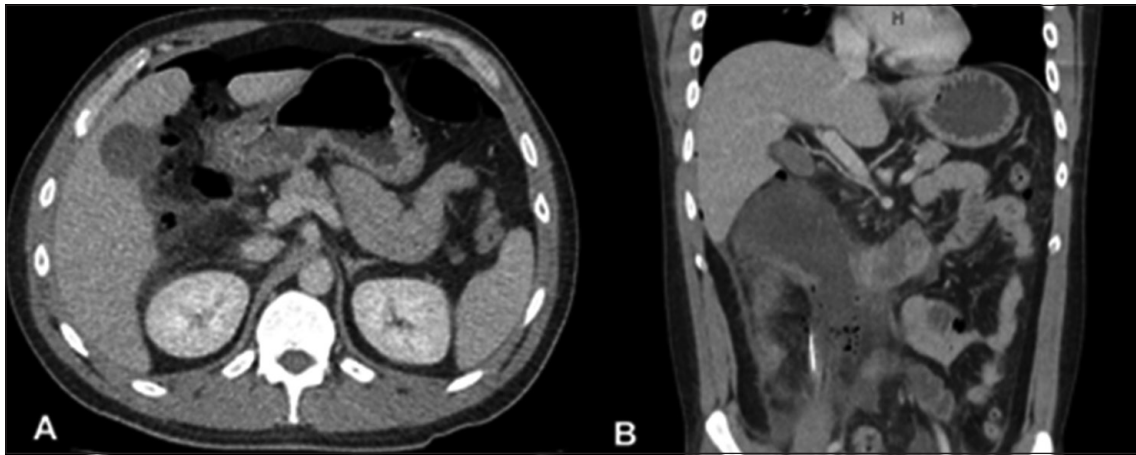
Cortes sagital (A) y coronal (B) de TAC abdomen y pelvis: Colección retroperitoneal con burbujas de aire en su interior.
